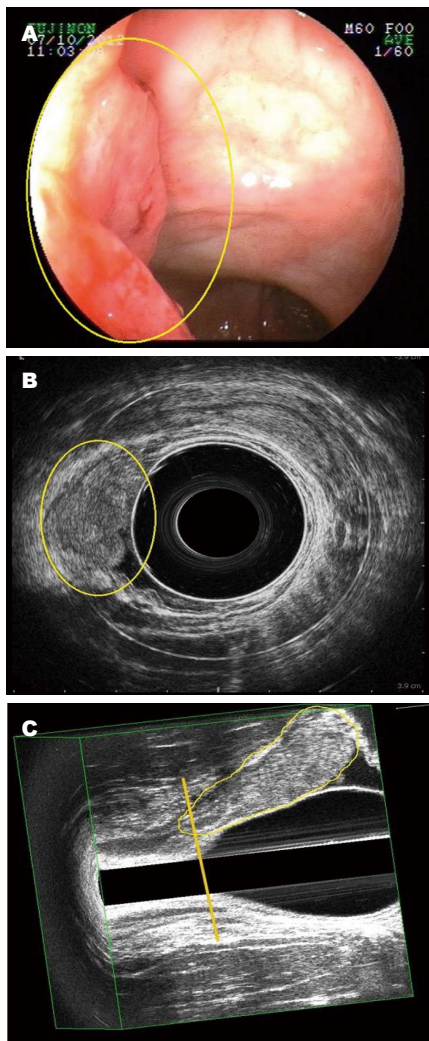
三维肛肠腔内超声行直肠癌术前评估。A: 结肠镜示低位直肠癌距肛缘4 cm; B: 腔内超声示uT3N0Mx; C: 三维模式示肿瘤下极超越肛直环平面。
